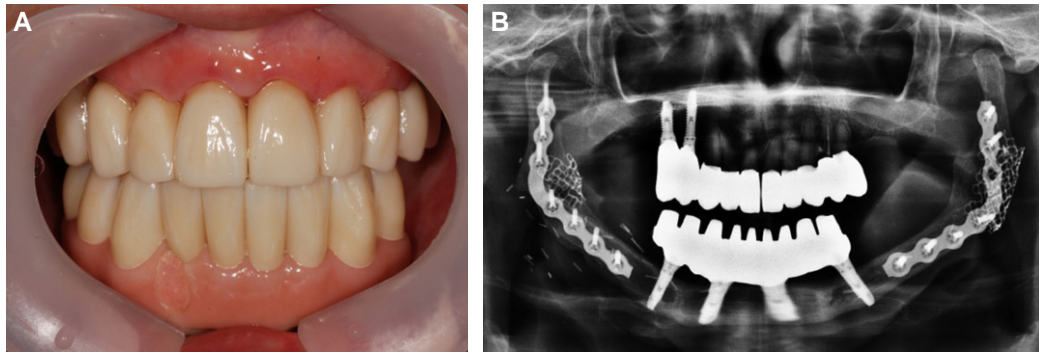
Definitive dental prosthesis after placement. (A) Intraoral photo, (B) Panoramic radiograph.
